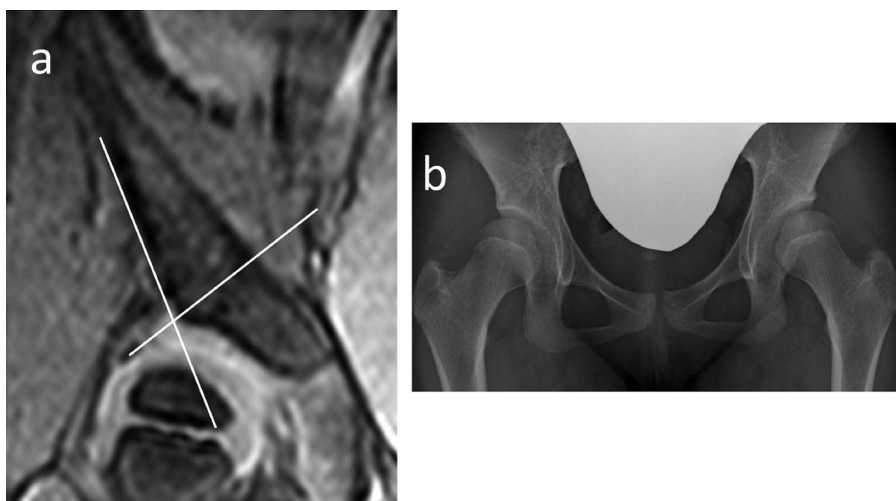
不良例のMRI T2*強調像と最終調査時の単純X線像
